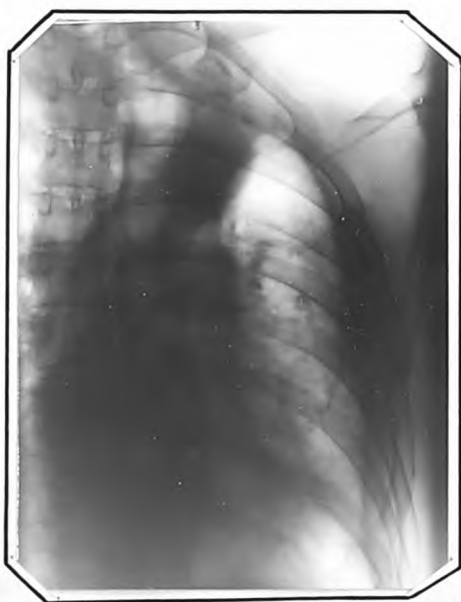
и 64. Прицельный снимок левого легкого и томограмма (срез 10 см) того же больного.
